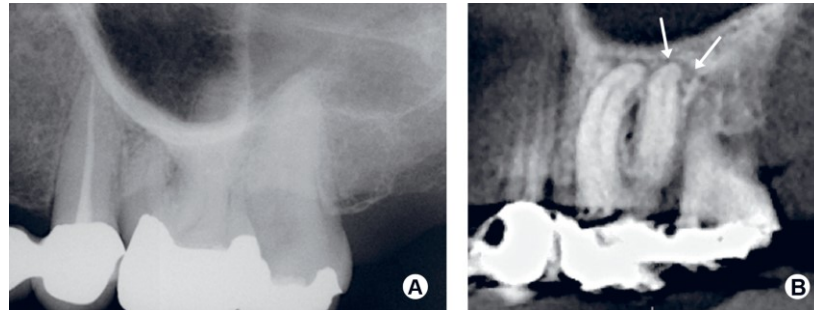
A: Segundo a radiografia bidimensional deste primeiro molar superior esquerdo, não se observa a existência de qualquer lesão periapical. B: Com o auxílio do CBCT, as setas brancas na imagem demonstram a presença de doença apical. (Retirado de Hargreaves & Berman, 2016)
